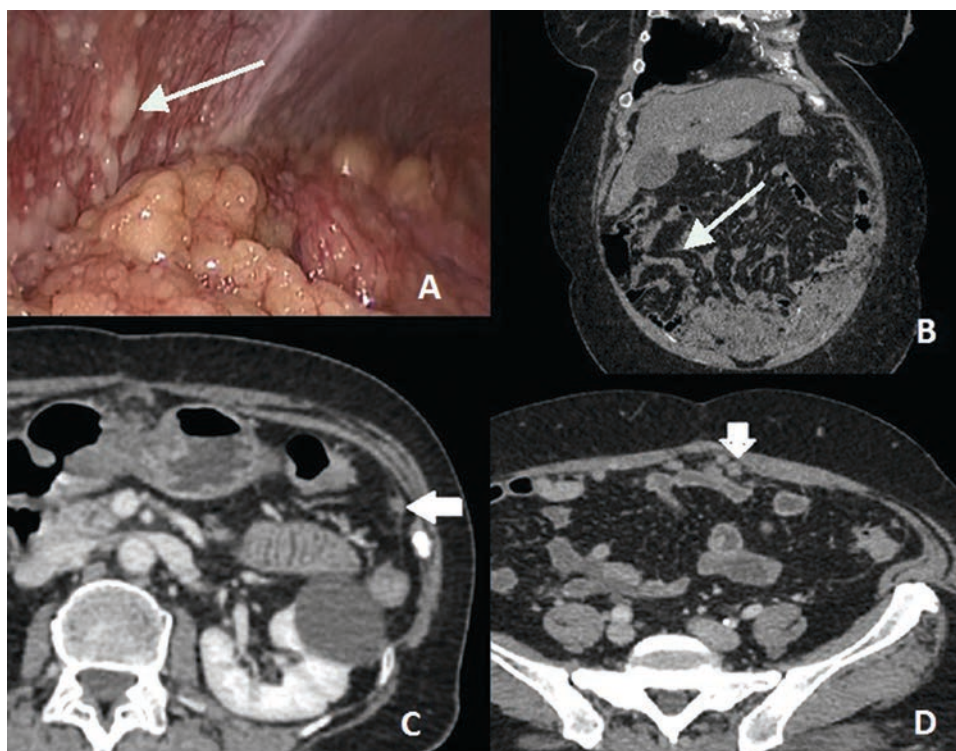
Канцероматоз брюшины. А. Лапароскопия: брюшина гиперемированная, отечная, стрелкой указаны разновеликие канцероматозные узлы. В. КТ (фронтальный скан) – свободная жидкость в брюшной полости, стрелкой указан отечный, слоистый большой сальник. С и D. КТ (аксиальный скан) – стрелками указаны крупные канцероматозные узлы – узловатое утолщение брюшины.
